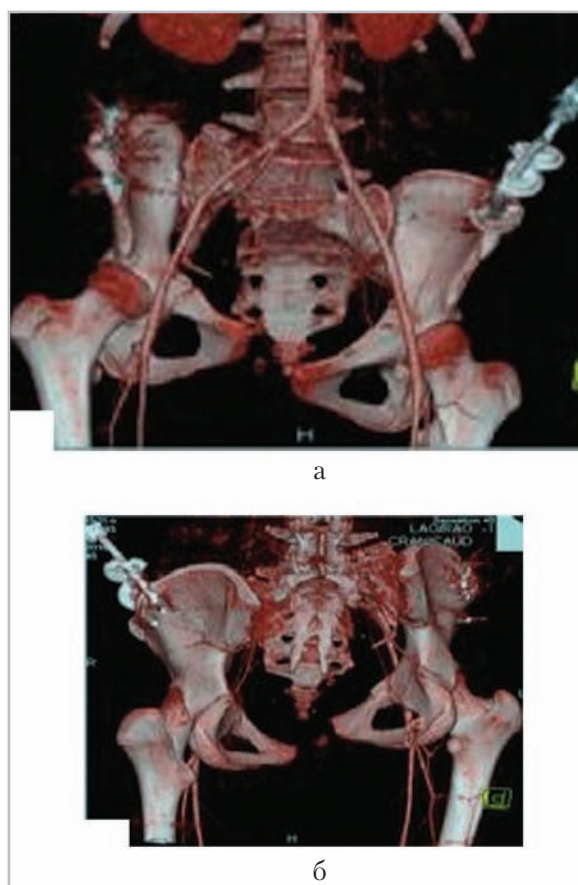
Компьютерно-томографическая ангиография с 3D-реконструкцией изображений: прямая проекция (а); косая проекция (б). Состояние после металлоостеосинтеза костей таза. Вертикальный сдвиг (тип С по Tile) с трансфораминальным оскольчатый переломом крестца справа. Перелом переднего тазового кольца с обеих сторон, правого поперечного отростка L5
